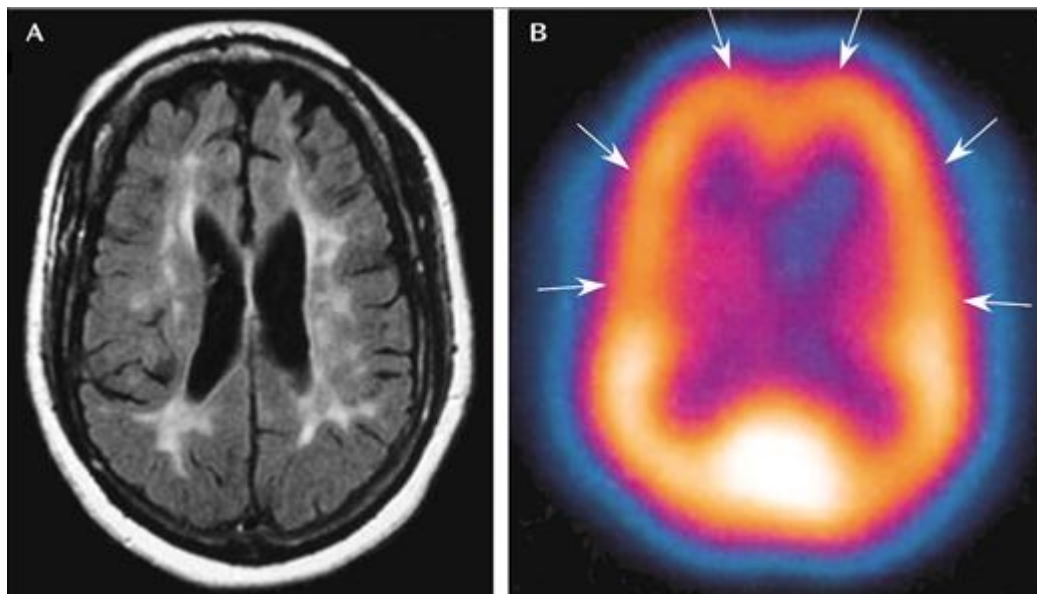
Resonancia Magnética (RM) ponderada en T2 con recuperación de la inversión de atenuación de fluidos y tomografía por emisión monofotónica (SPECT) de la paciente A. En la primera imagen se ven múltiples lesiones confluentes en la sustancia blanca periventricular y subcortical. En la imagen B, el flujo sanguíneo cerebral está claramente reducido a nivel de corteza frontal y parietal (flechas).
